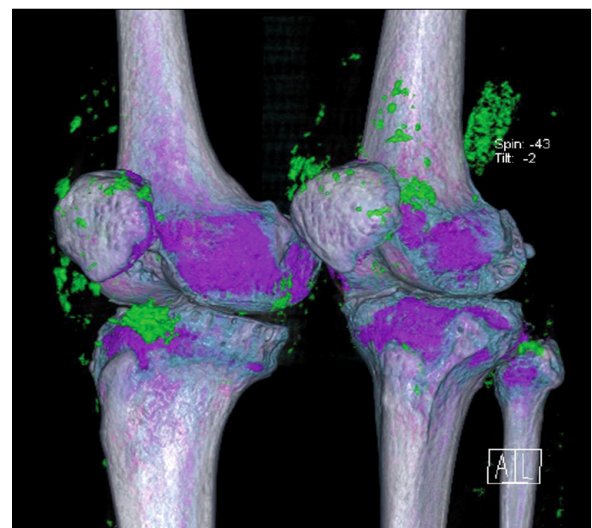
Volumn-rendered three-dimensional dual-energy CT (DECT) image shows multiple monosodium urate deposits (i.e., tophi), which are responsible for this patient's symptoms as seen in both knees.
